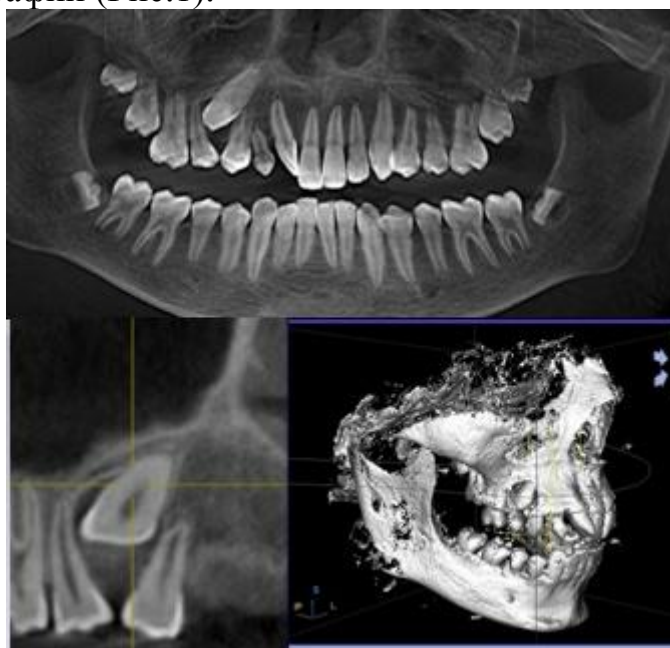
КТ пациента с ретенцией клыка верхней челюсти справа
